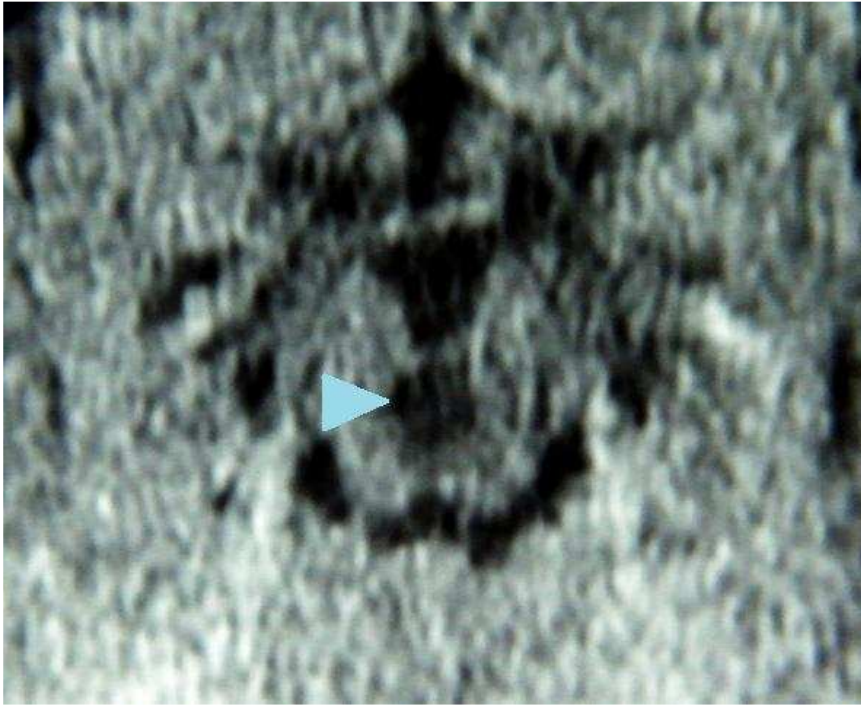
Punta de flecha señalando lo mismo con mayor aproximación. En la última tomografía axial cerebral de control se informa que tronco y cerebelo son de aspecto normal, y se refiere intensa aterosclerosis de los sifones carotídeos y del sistema arterial posterior. (fig.5 y 6).
